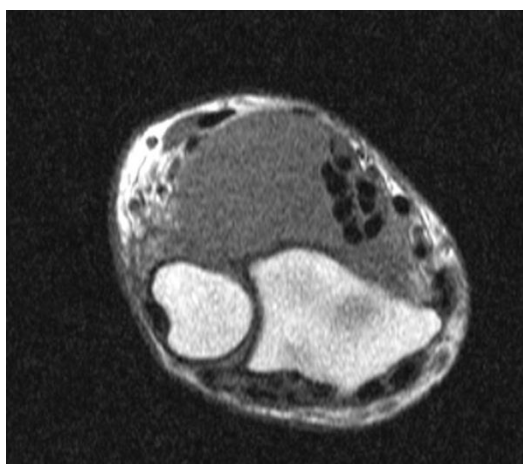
Axial T1-weighted MRI depicts a lobulated mass, isointense to muscle, adjacent to the flexor tendons, within the wrist.
